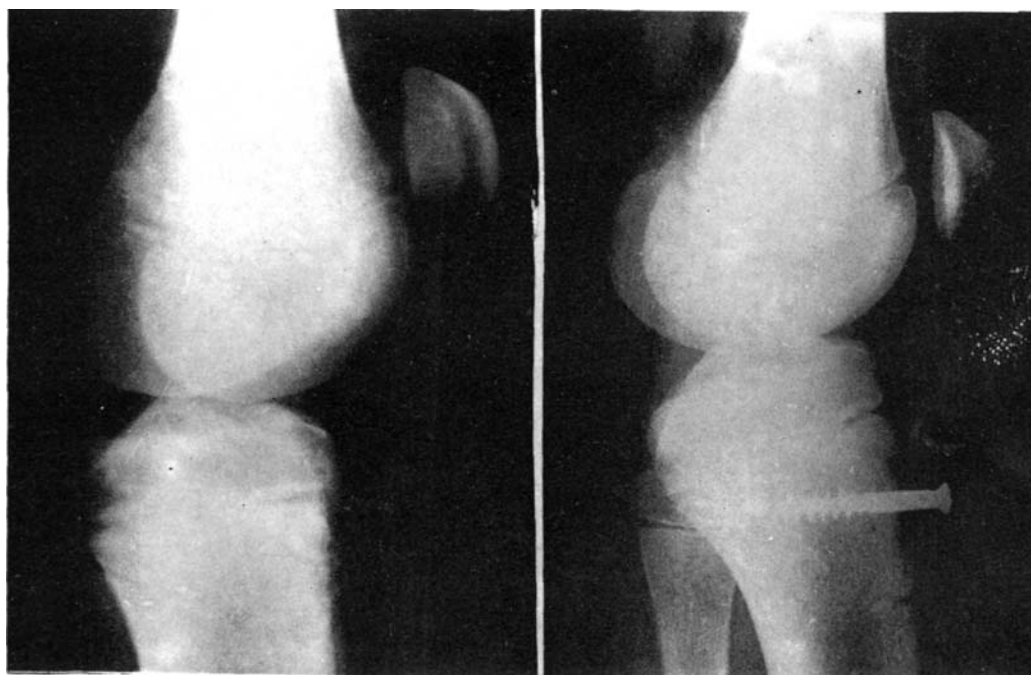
Radiografía de perfil correspondiente al caso núm. 4, en el que se observa el arrancamiento y desplazamiento del núcleo tuberositario.
